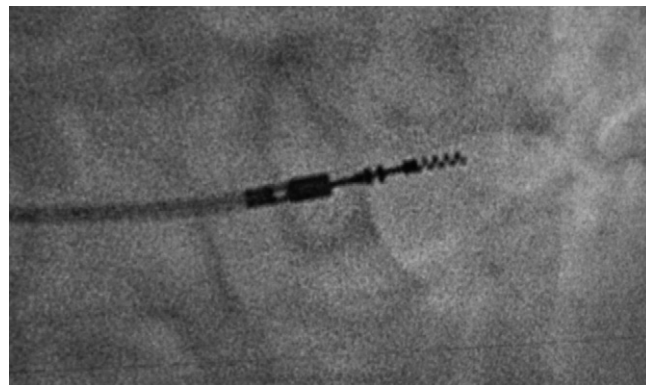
Radiographie de l'extrémité d'une sonde à vis.
